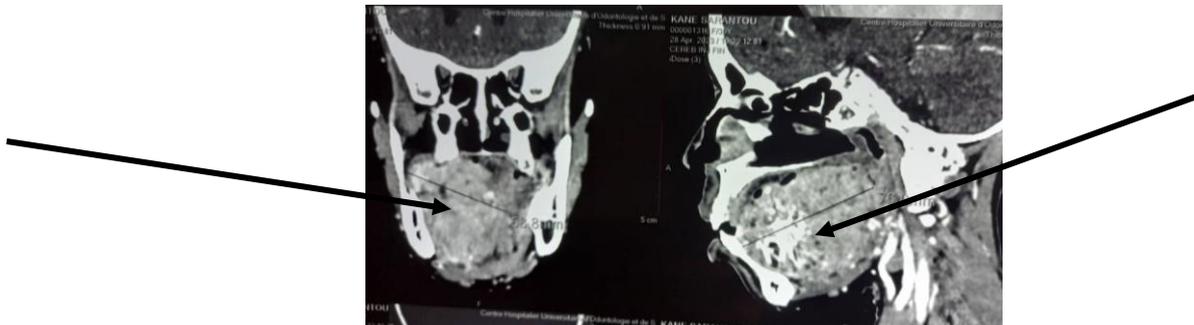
TDM en coupes coronale et sagittale avec injection illustrant une lésion du plancher buccal prenant le contraste, envahissant le plancher antérieur
